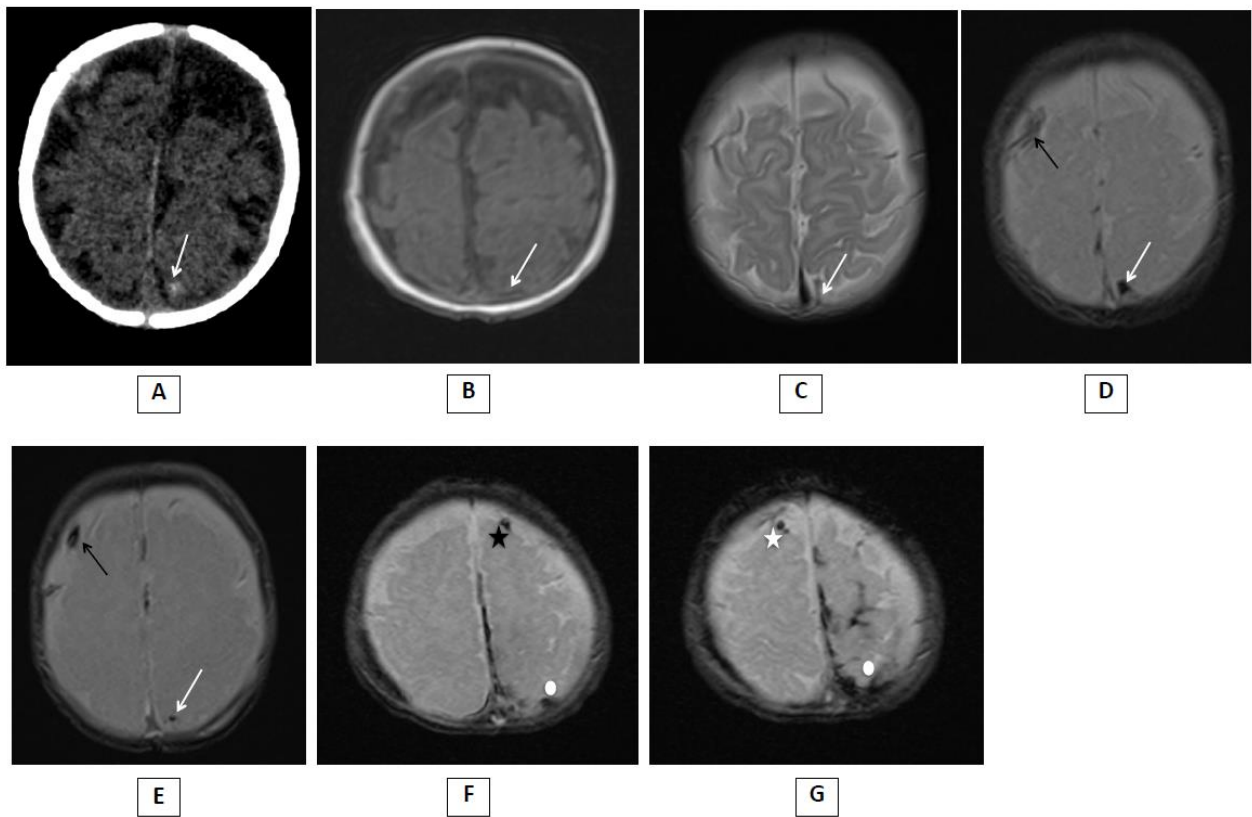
Aspect en TDM et IRM des thromboses de veines ponts (TVP).
